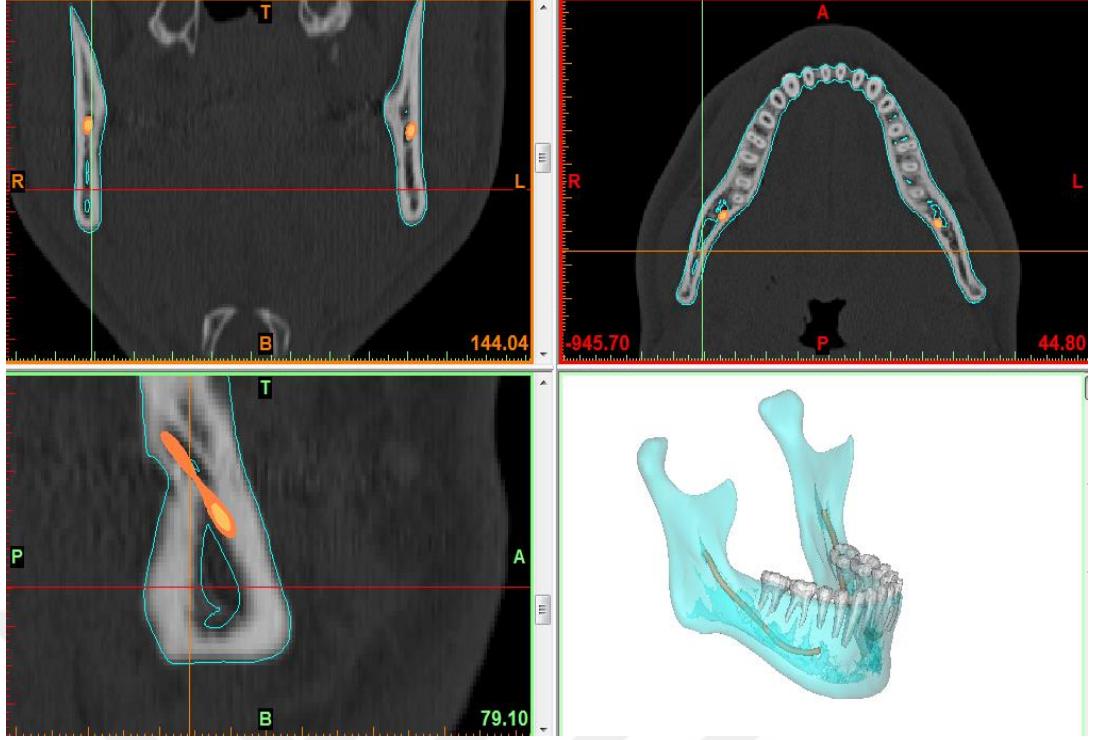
BT'de kesitlerin hazırlanması.
